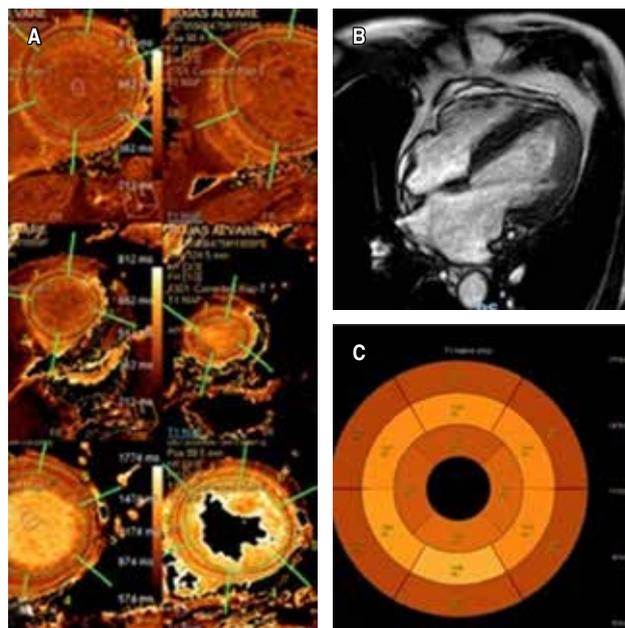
A-C) Resonancia magnética cardiaca mostrando un valor de T1 nativo global elevado en ejes cortos. B) Resonancia magnética cardiaca eje apical 4 cámaras con septum interventricular de 14 mm.
